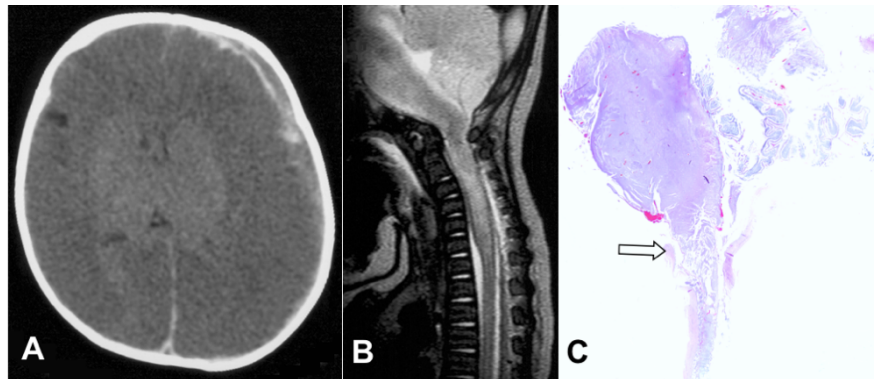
A : "Big Black Brain" ; B : lésion bulbo-médullaire à l'IRM ; C : aspect autopsique de rupture bulbo-médullaire
